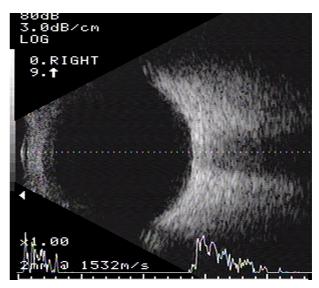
Ocular ultrasonography on the first day of visit. Note that there is no hypoechoic lesion on posterior part of eye such as episcleral hemorrhage or choroidal effusion.
